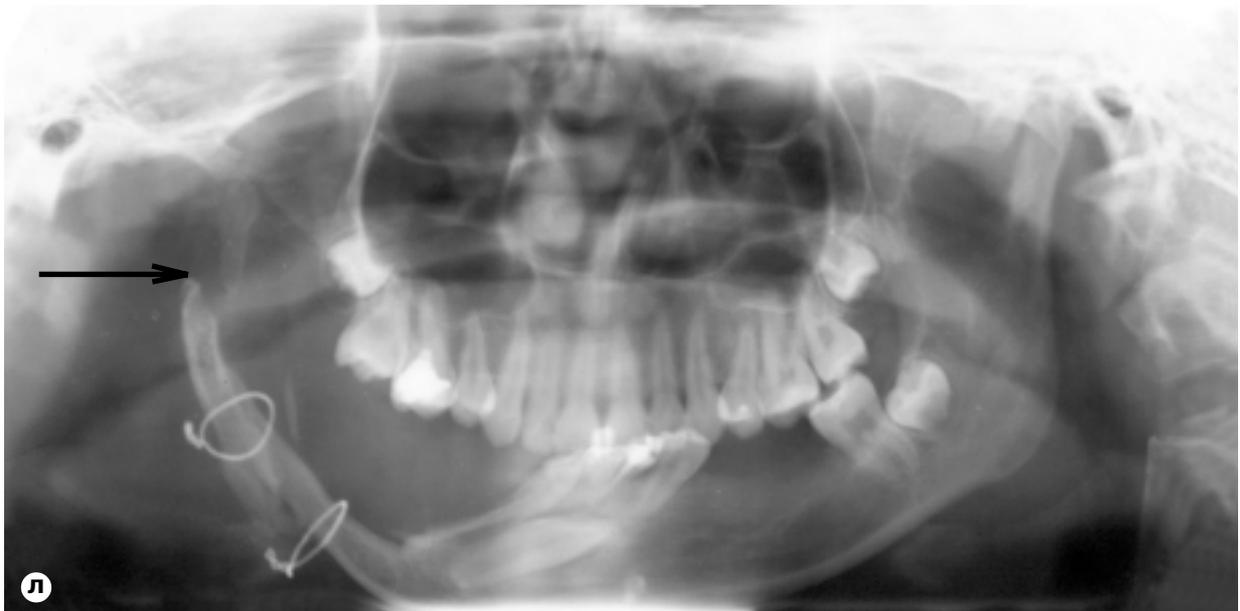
Б-ая И. 1, 5 мес с меланотической прогеномой нижней челюсти: а — рентгенограмма нижней челюсти в боковой проекции. Опухоль разрушила половину челюсти и вышла за ее контуры; б — внешний вид б-ой через 2 нед после операции — удаление опухоли с резекцией половины нижней челюсти (экзартикуляция) и одномоментной костной пластикой аллотрансплантатом из кортикальной пластинки бедренной кости; в — обзорная рентгенограмма нижней челюсти сразу после операции.
